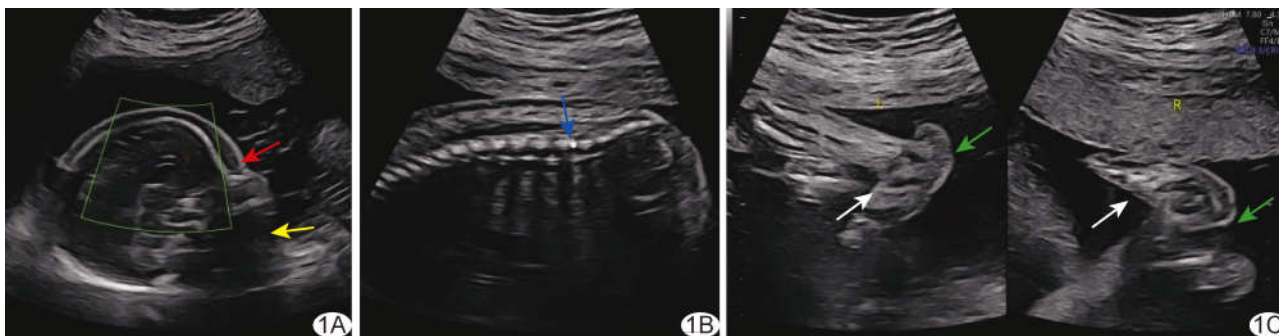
第 5 次妊娠, 孕 23 周胎儿声像图 A~C. 灰阶超声图示胎儿小下颌 (红箭)、头皮水肿 (黄箭)、脊髓圆锥位置下移 (蓝箭)、双足姿态异常 (白箭), 足跟部皮肤层增厚 (绿箭)
